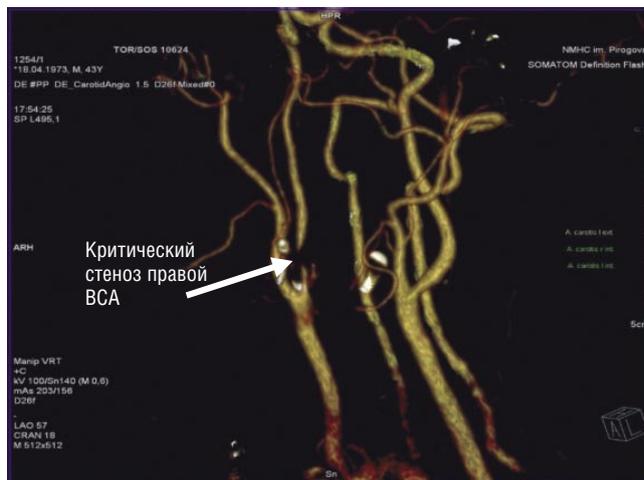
Компьютерная томография пациента с критическим стенозом правой внутренней сонной артерии.
